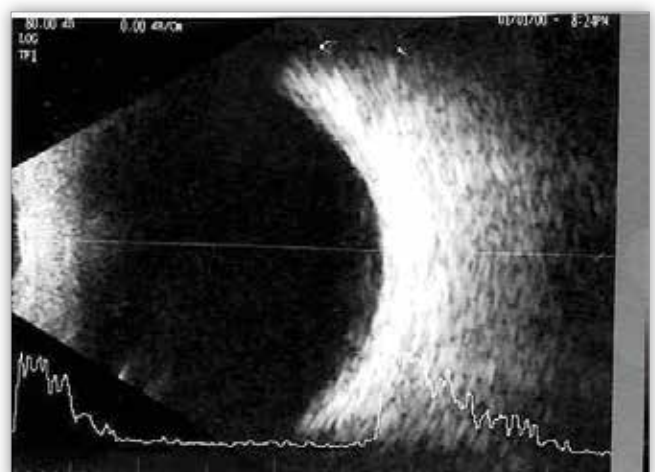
USG gałek ocznych przed operacją – pacjentka lat 16.
